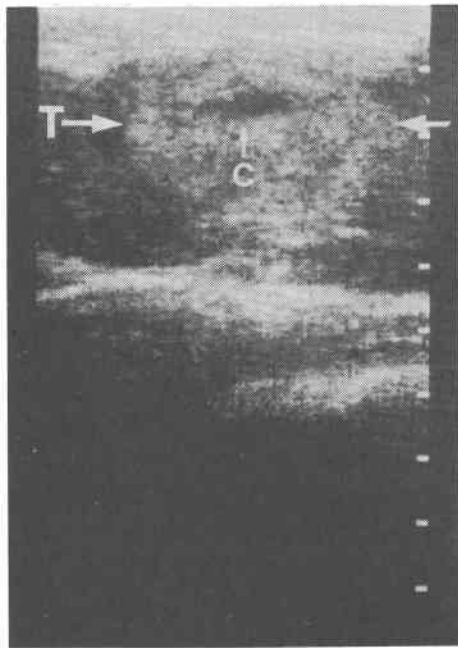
同例における VX<sub>2</sub>癌移植後4週間目の超音波像 (左肋骨弓下縁走査, C: 囊腔性エコー, T: 腫瘍)
